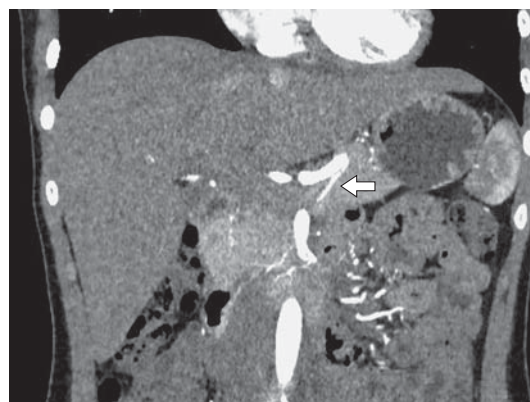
Компьютерная томограмма. ДПА (указана стрелкой), отходящая от селезеночной артерии. Фронтальная проекция.
